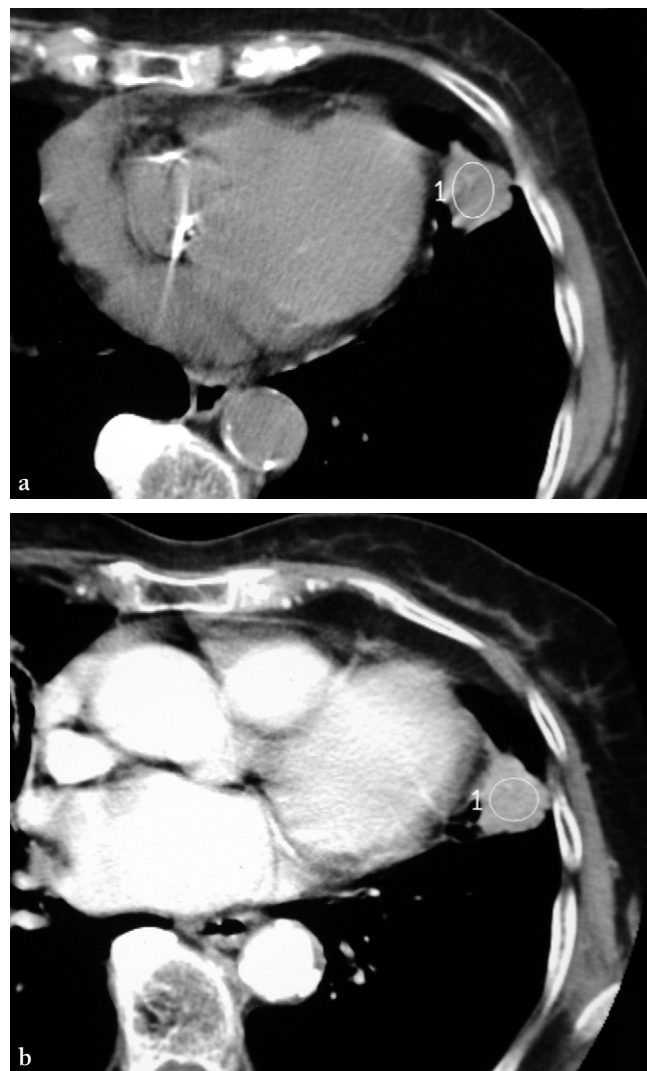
(a) Coupe TDM sans injection de produit de contraste en fenêtre médiastinale.
